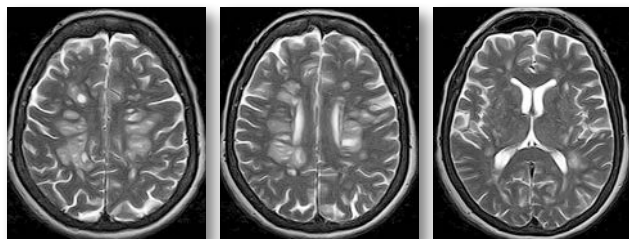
МРТ-зображення головного мозку пацієнта в режимі T2
